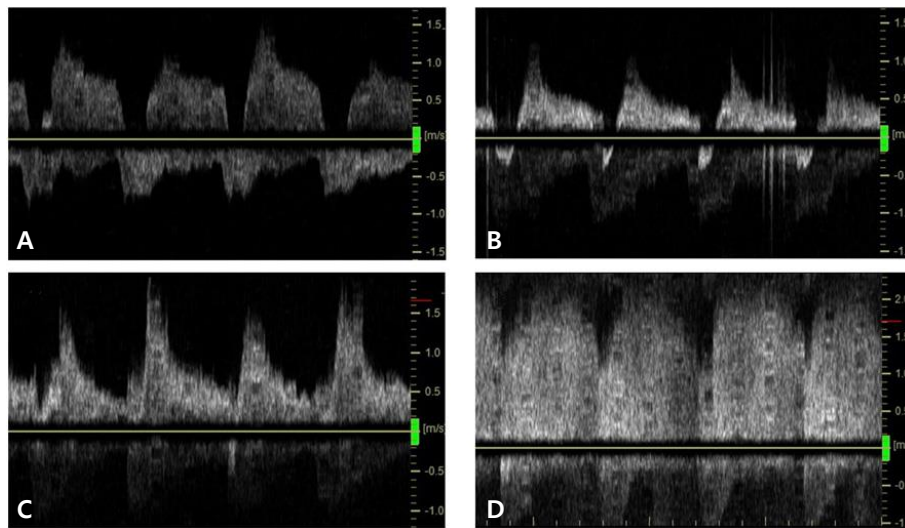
Echocardiographic Doppler flow pattern of patent ductus arteriosus in a same preterm infant. (A) pulmonary hypertension pattern; (B) growing pattern; (C) pulsatile pattern; (D) closing pattern.
